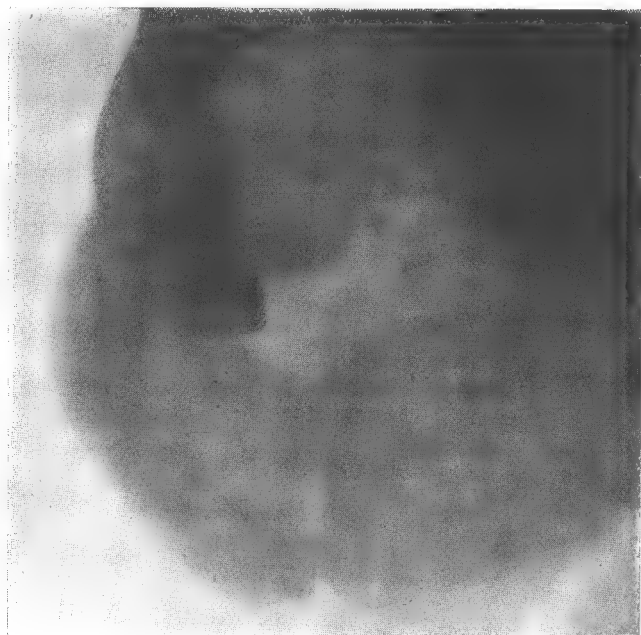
(Obs. I). La plaque métallique a été enlevée. Consolidation parfaite. L'ombre qui existe en haut et à gauche de la radiographie est donnée par un appareil de prothèse que le blessé aurait conservé.
